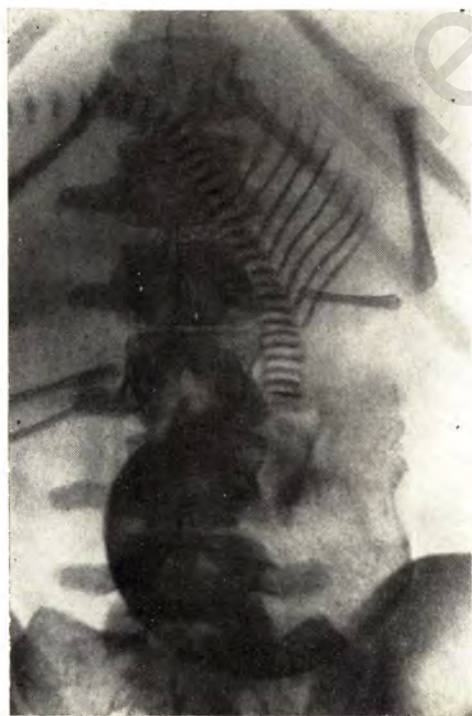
Прямая рентгенограмма живота беременной. 5-й вариант расположения плода в матке при головном предлежании.
